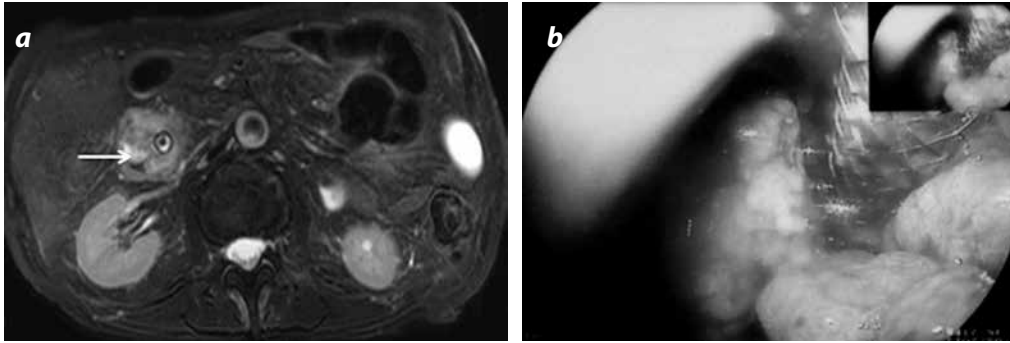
Carcinoma de la ampolla de Váter. a) RM secuencia con información T2, plano axial con saturación grasa: masa de señal intermedia localizada en la ampolla de Váter (flecha), con efecto obstructivo que produce dilatación de la vía biliar. Prótesis en colédoco, rodeada por la masa. b) Estudio endoscópico; masa ampular, rodeando la prótesis
